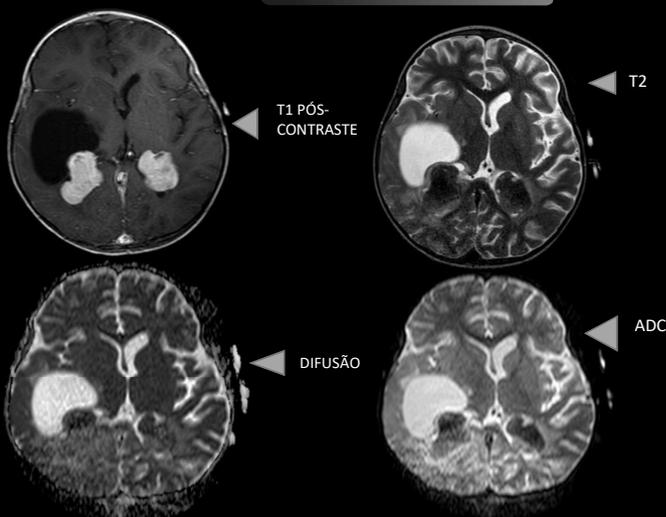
RESSONÂNCIA DE CRÂNIO- CORTES AXIAL
